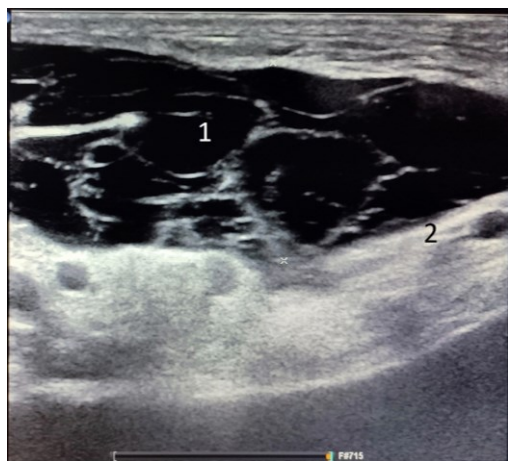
Пациент А., 65 лет. Диагноз: левосторонняя косая паховая грыжа. УЗИ паховой области после грыжесечения по способу Лихтенштейна, осложнённого послеоперационной гематомой: 1 – гематома; 2 – сетчатый имплантат
